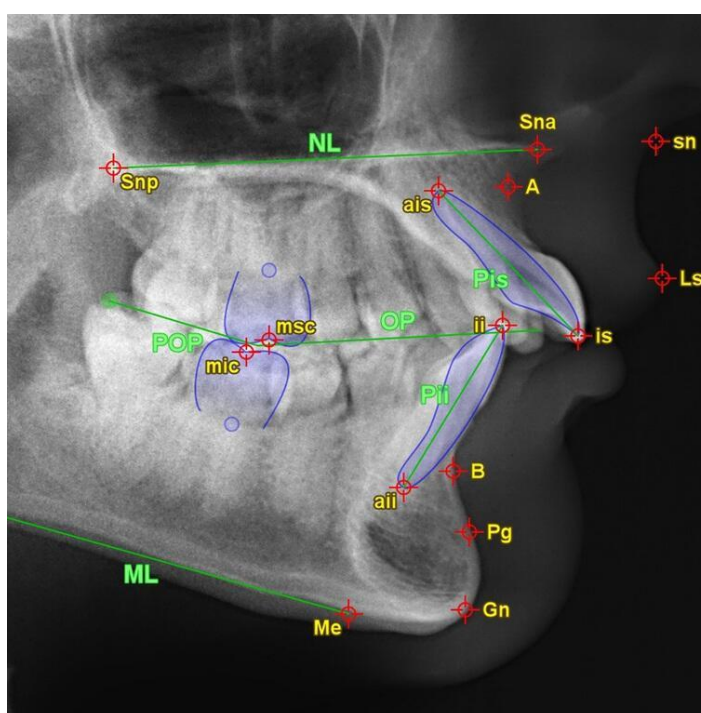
Телерентгенограма
